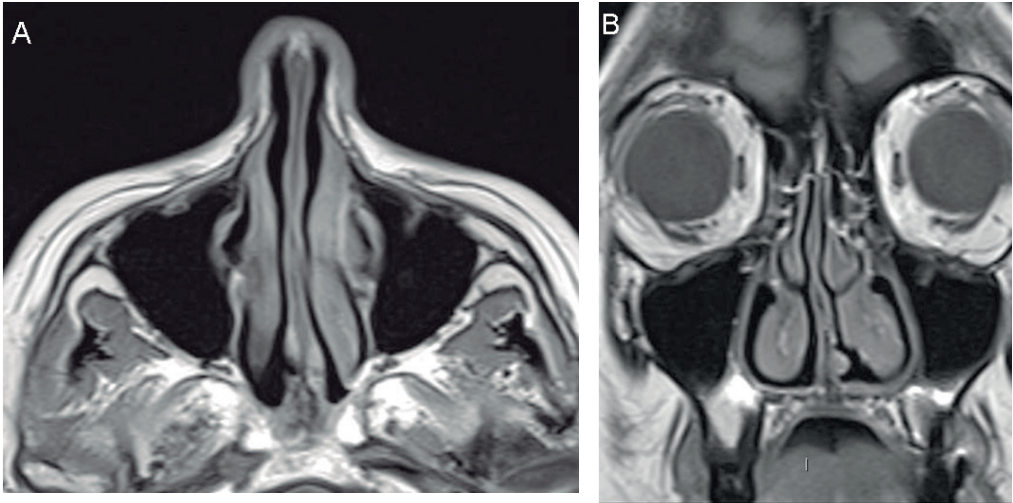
RM de senos paranasales. Secuencias potenciadas en T1, en el plano axial (A) y coronal (B).
